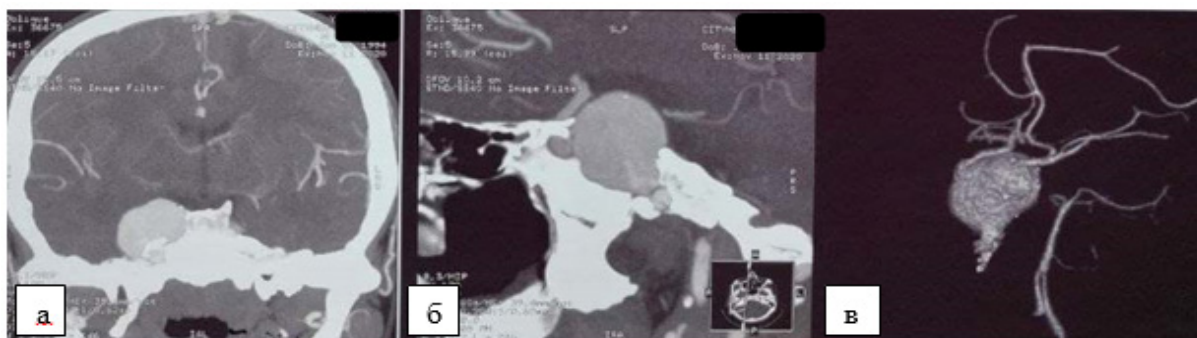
Гигантские аневризмы кавернозной части внутренней сонной артерии. МСКТ-ангиография сосудов головного мозга (а, б). Селективная церебральная ангиография (в).
